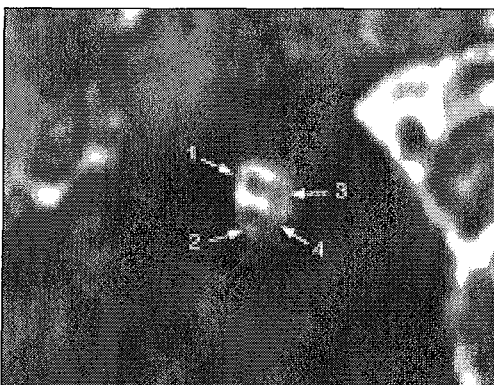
IRM coupe sagittale moyenne pondérée T2 : nerf facial en haut (1), nerf cochléaire en bas (2), nerfs vestibulaires en arrière (3, 4). Noter que le diamètre du nerf cochléaire est équivalent à celui du nerf facial. (D'après K. Marsot-Dupuch et al., 215)
